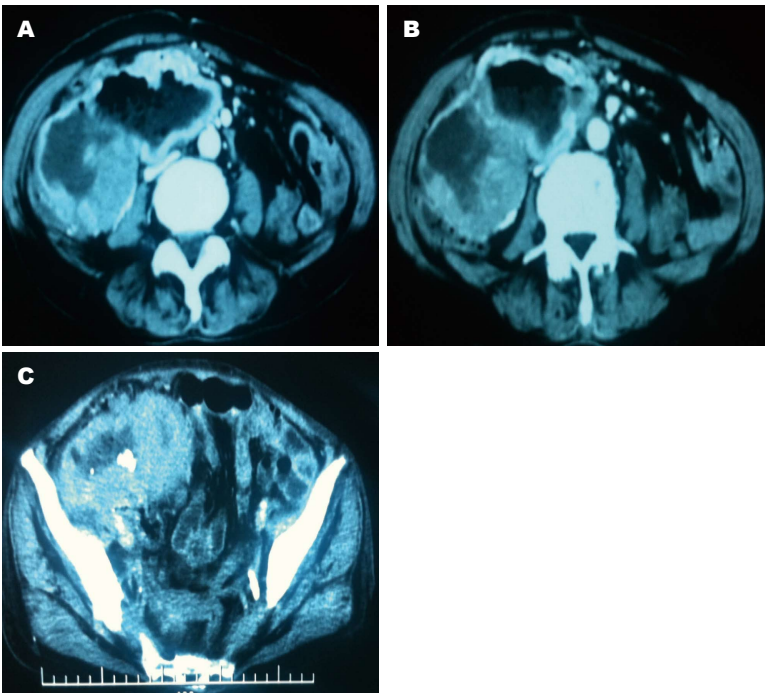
抗结核治疗前后的下腹部影像学CT变化. A: 初诊时下腹部CT图像; B: 抗结核治疗8 mo后下腹部CT图像; C: 2014-03无锡市锡山医院就诊时下腹部CT图像. CT: 计算机断层扫描.
